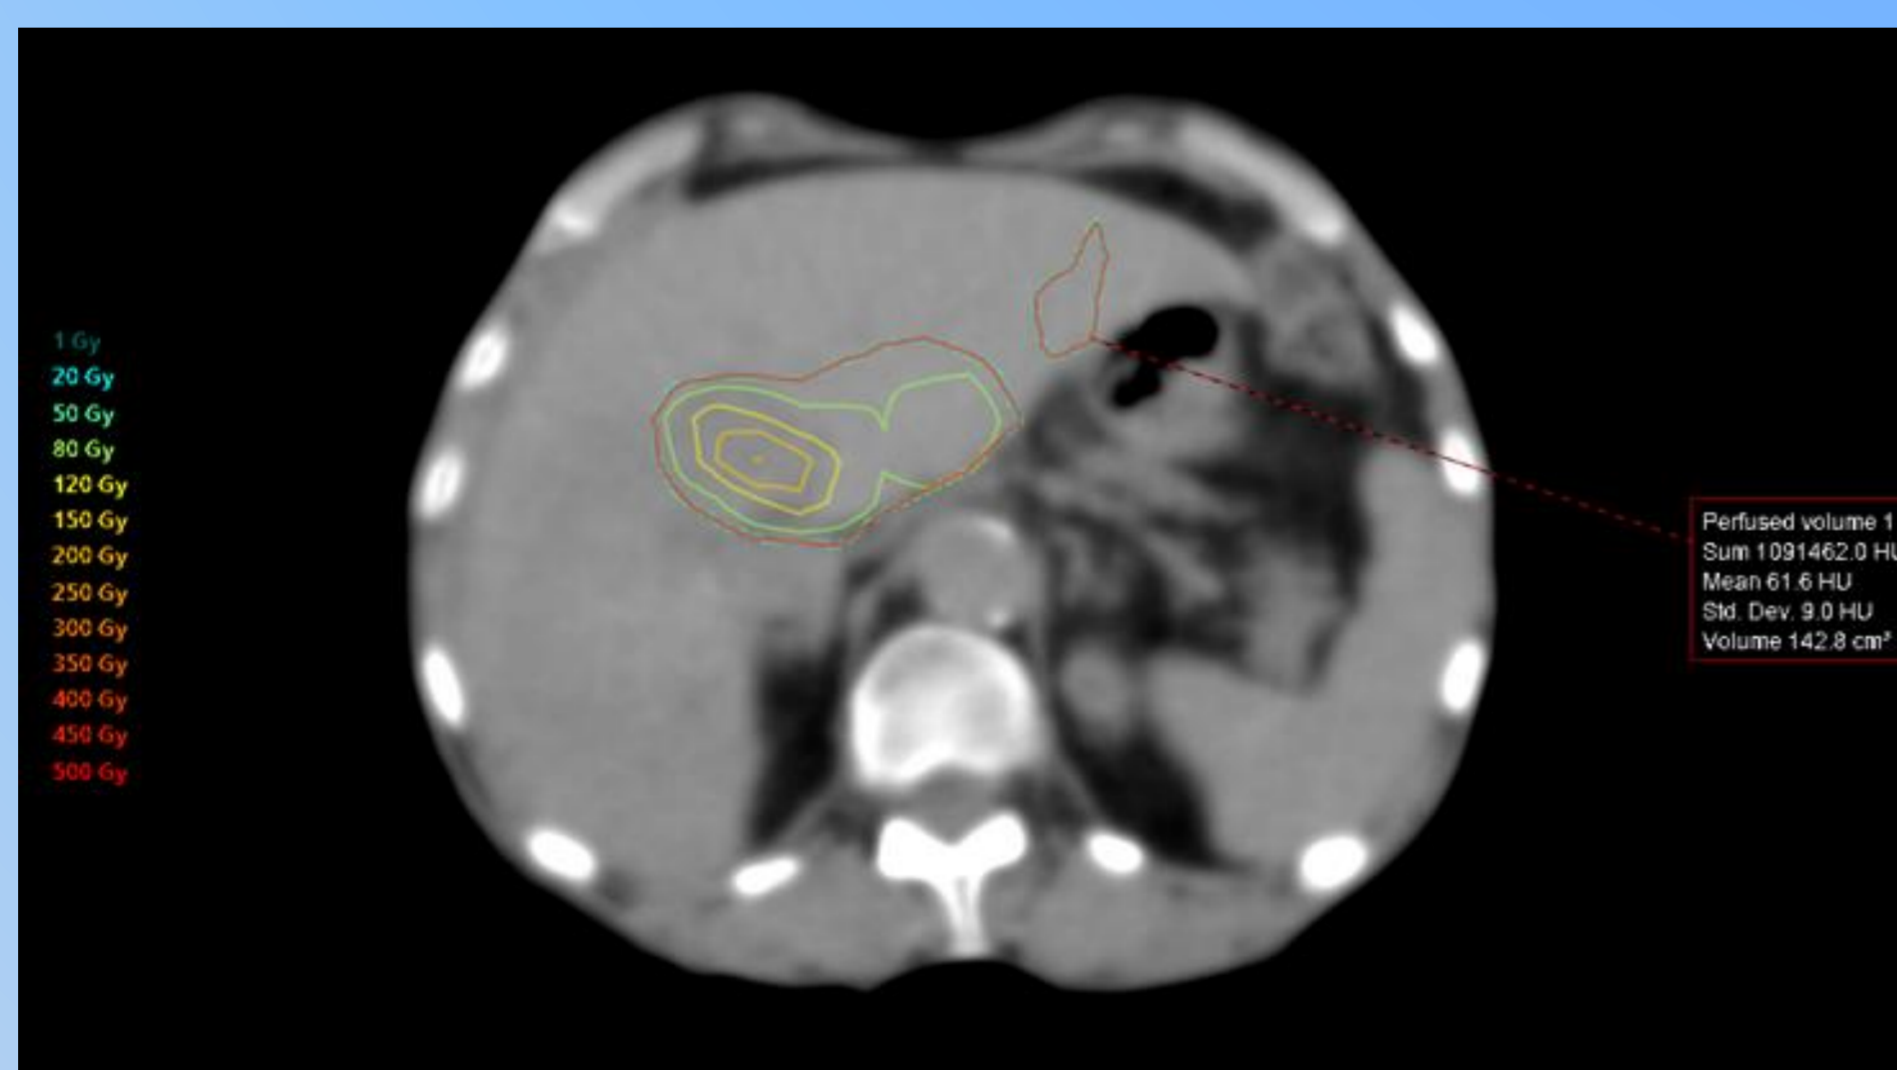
Corte transversal del CT del SPECT/CT con las isodosis correspondientes a volumen perfundido
